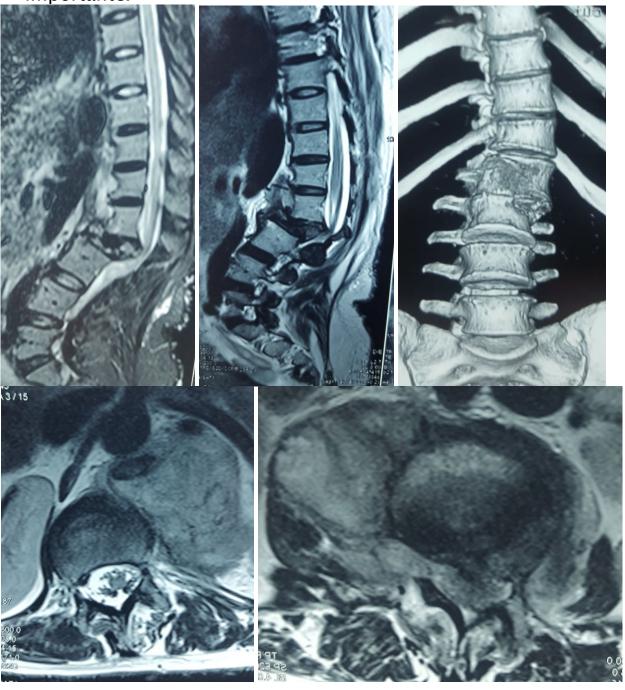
Coupes sagittales en haut et axiales en bas d'une IRM lombaire avec injection de gadolinium montrant une lyse de L1, L2 avec angulation du rachis et compression du névraxe en faveur d'une Spondylodiscite tumorale.
